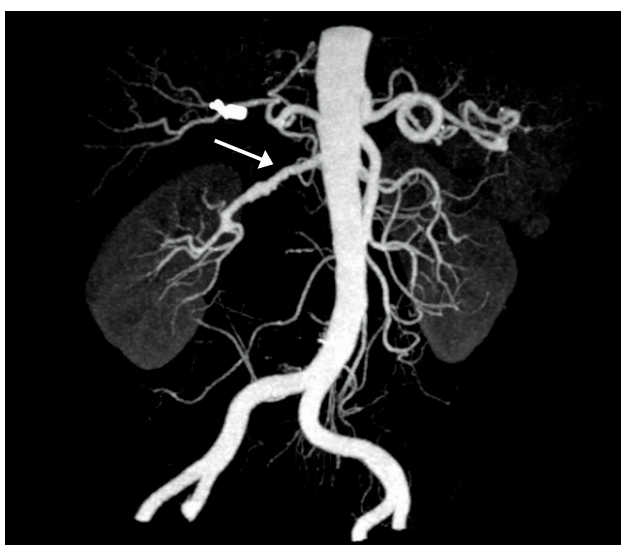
Displasia fibromuscular de arteria renal derecha. Se observa la típica imagen en rosario. Imagen obtenida por Angio-TAC. Gentileza Dr. Alex Wash, Radiología, Clínica Las Condes, Santiago.
